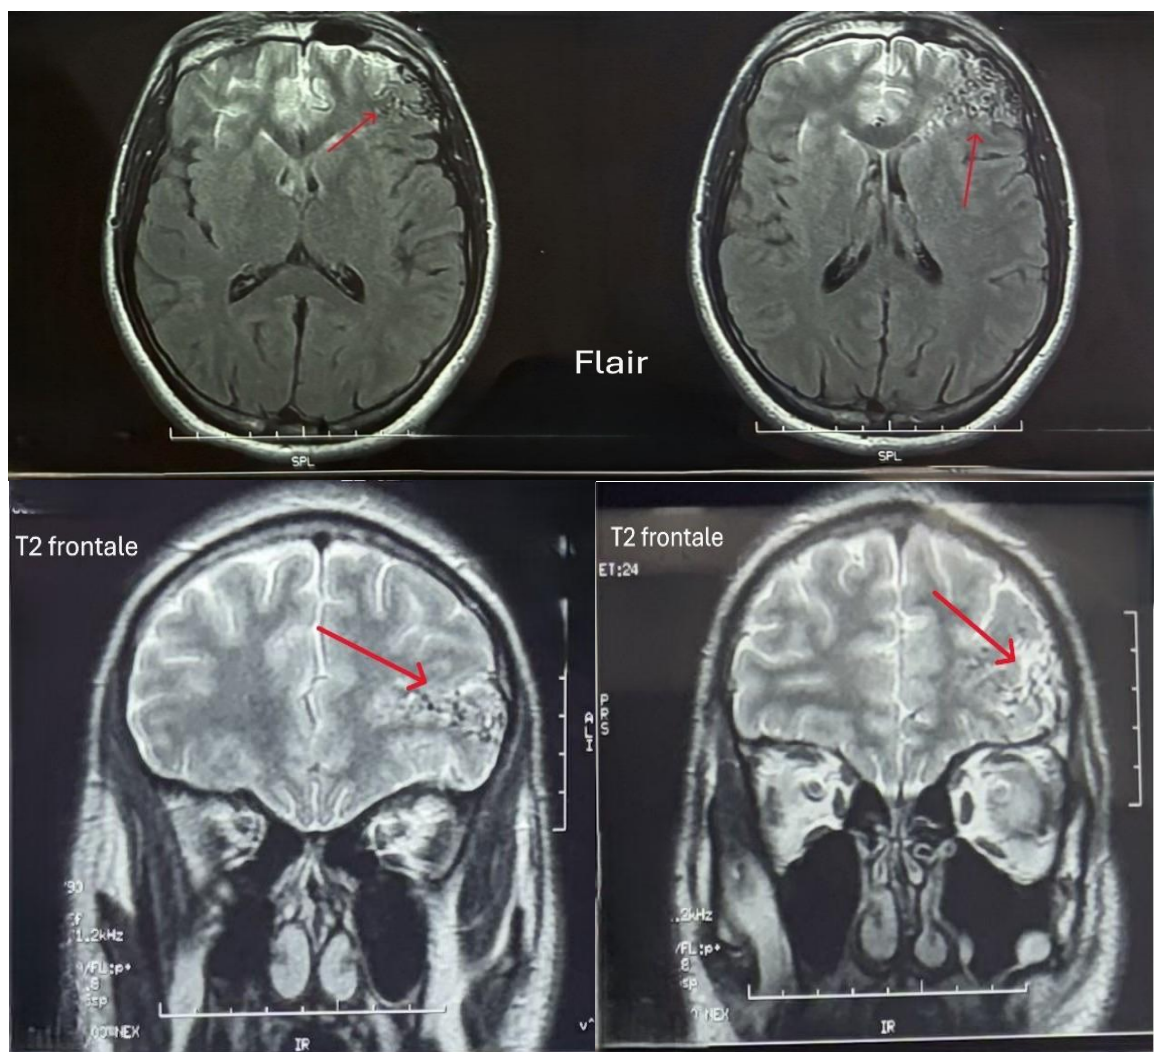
IRM encéphalique pré thérapeutique du patient A.M en coupe axiale pondérée T2 ,TOF artériel et FLAIR montrant un amas de structures vasculaires serpigneuses au niveau frontal gauche en vide de signal T2 alimente par une branche de l'artère cérébrale moyenne en faveur d'une MAV frontale antérieure gauche (flèche rouge)
